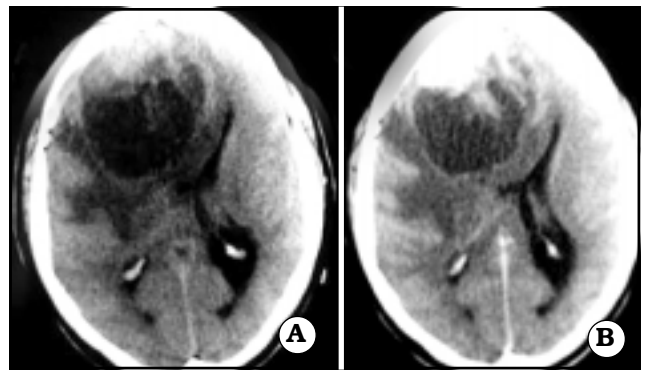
Caso 1. A-B: Tomografía de encéfalo con y sin contraste. Meningioma atípico frontal derecho.
